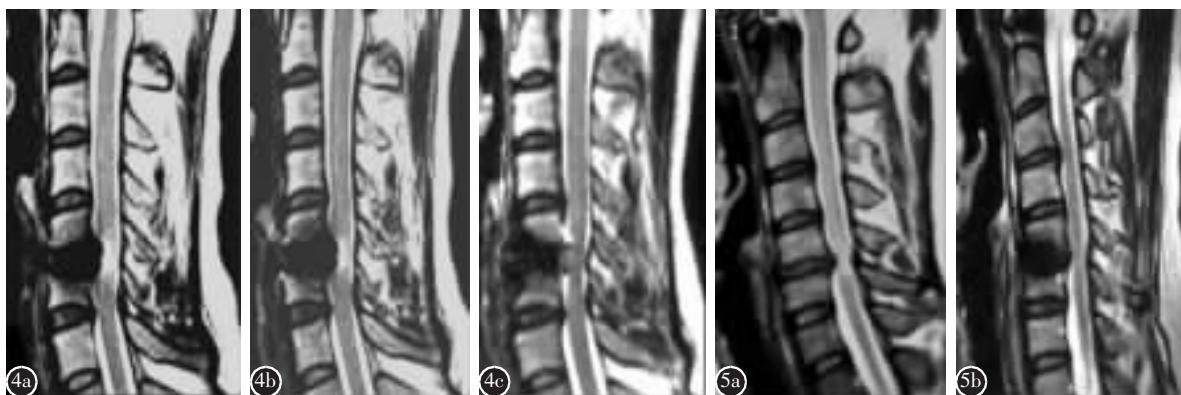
患者女性,45岁,C5/6节段Bryan人工椎间盘置换术后MRI随访a术后6个月MRI T2像示C4/5椎间盘退变Miyazaki分级为Ⅱ级,C6/7椎间盘退变分级为Ⅲ级b术后2年随访显示上下相邻节段椎间盘退变分级未发生变化c术后5年MRI随访示上下相邻节段椎间盘退变分级未发生变化
